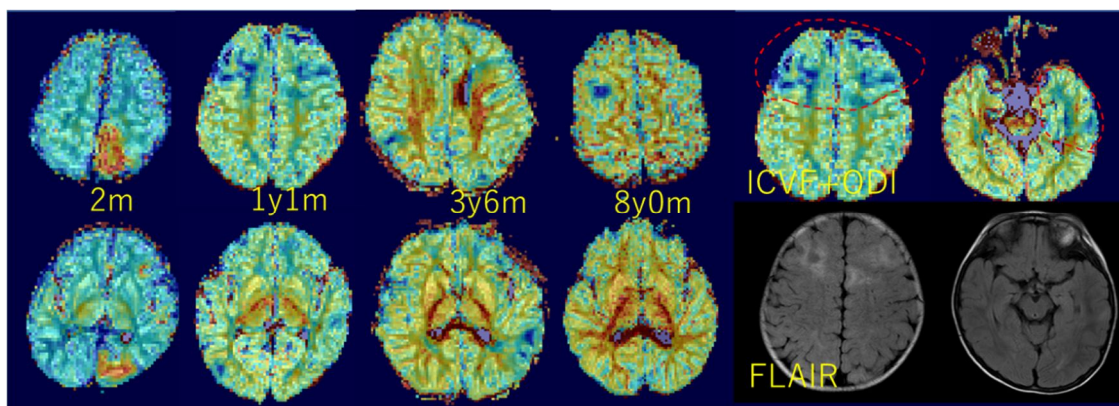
左 4 列の画像: 年齢変化により、ICVF 値の変化がみられる。3 歳 6 か月あたりで信号変化がみられなくなる。右 2 列の画像: FLAIR で描出される皮質結節の病変の周囲でも、ICVF 値の低下を反映した青い信号が広範囲に認められる。
